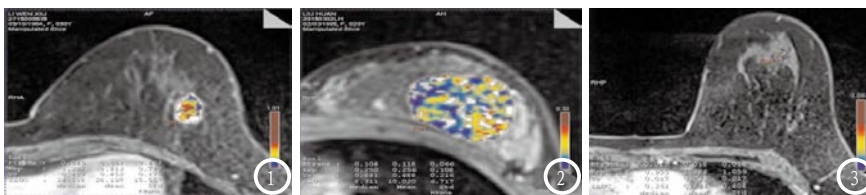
正常乳腺与良性乳腺肿瘤DCE-MRI图像。图1为乳腺癌, 血流较为丰富, K^{trans} 均值为0.554; 图2为良性乳腺肿瘤(乳腺纤维瘤), K^{trans} 均值为0.096; 图3为正常腺体, K^{trans} 均值为0.016。
